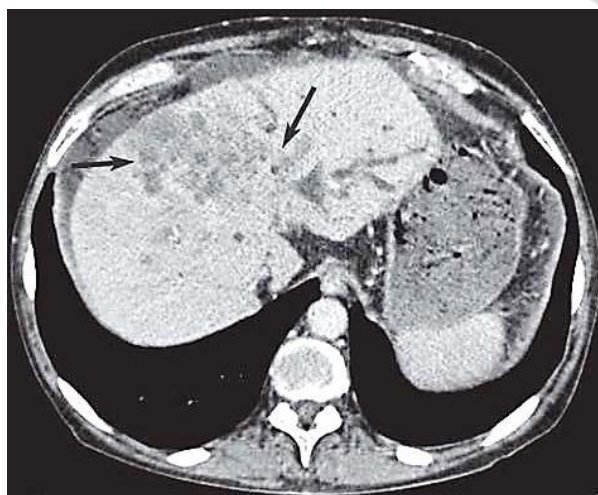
КТ брюшной полости: холангиоцеллюлярный рак печени на фоне описторхозной инвазии
